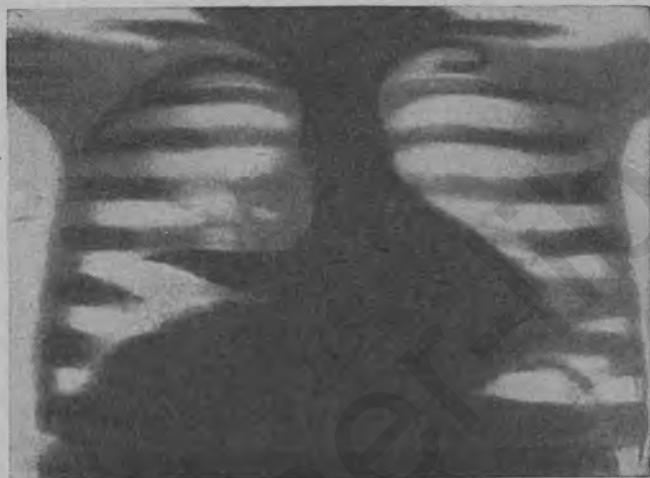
Рентгенограмма при медиастино-интерлобарном плеврите у ребенка 3 лет.
